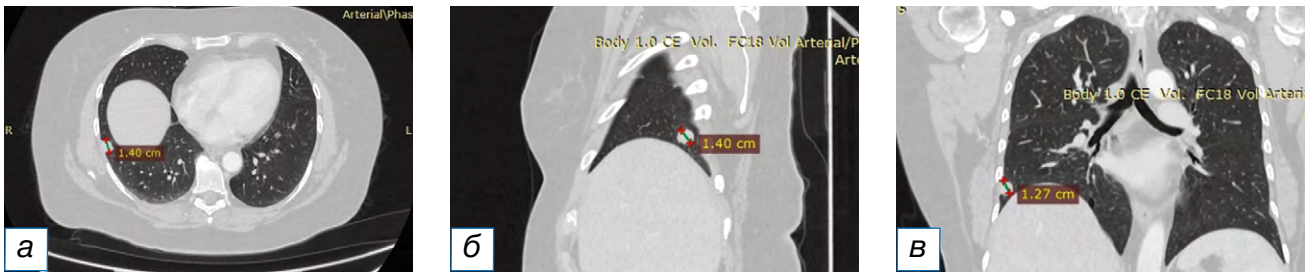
Компьютерная томография органов грудной клетки: солидный солитарный очаг в нижней доле правого лёгкого в аксиальной (а), сагиттальной (б) и фронтальной (в) проекциях.
